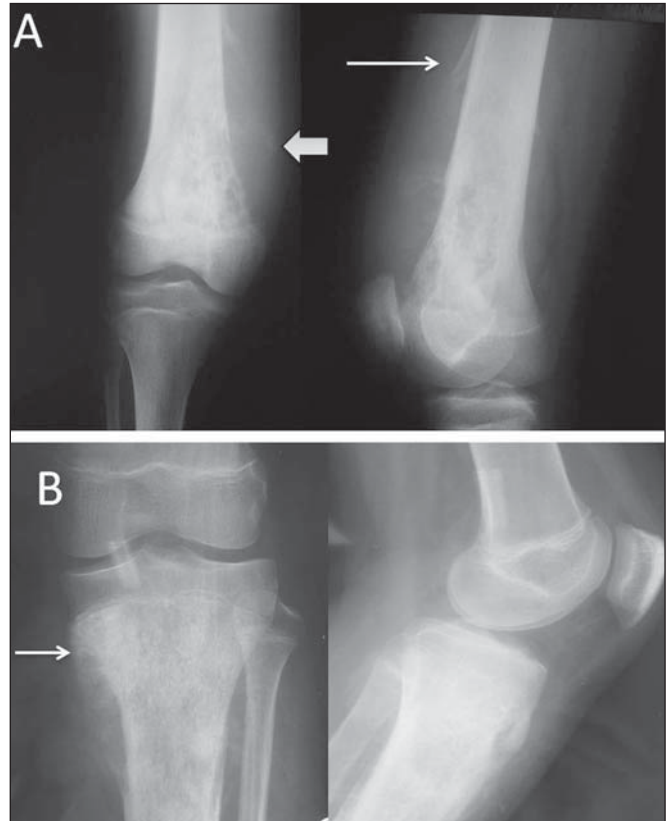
A: Radiografia simples do joelho direito em anteroposterior e perfil de adolescente do sexo feminino, com dor progressiva e aumento de volume local, mostra lesão metafisária de padrão misto, radiologicamente agressiva, caracterizada por limites imprecisos, reação periosteal com formação do “triângulo de Codman” (seta fina), rompimento da cortical e formação de “osso fora do osso” (seta grossa). B: Lesão mista metafisária na tíbia proximal esquerda, com imagem de “raios de sol” (seta), assim como reação periosteal com formação do “triângulo de Codman”.
